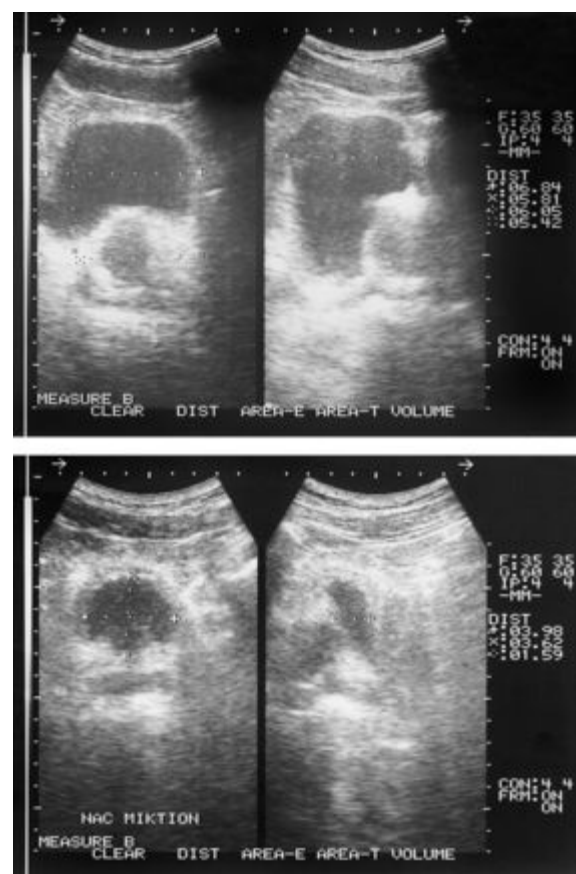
Unterbauchsonografie des Patienten oben vor, unten nach Miktion.
